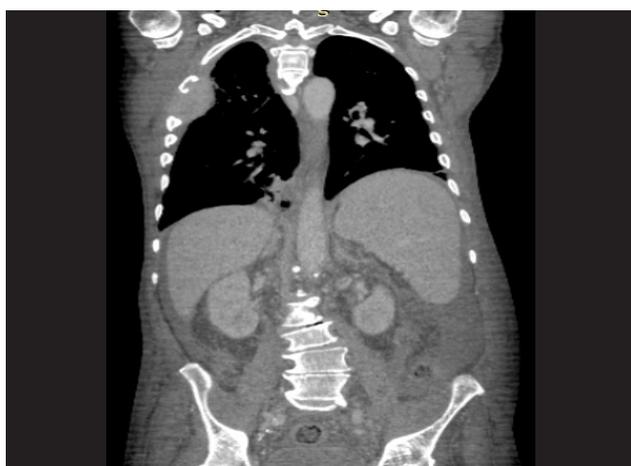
TC do Tórax e Abdome (reconstrução coronal): Hepatoesplenomegalia, ascite e lesão expansiva com densidade de partes moles, envolvendo a parede torácica, acometendo o arco médio da 3ª, 4ª e 5ª costelas direita, sugerindo plasmocitoma.
